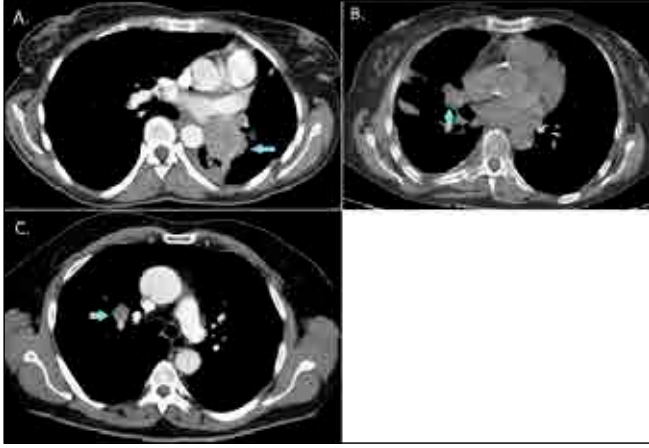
Contrast-enhanced (A, C) and non-contrast (B) chest CT scans with mediastinal windows demonstrate perihilar lesions (arrows) with post obstructive changes (A, B).
